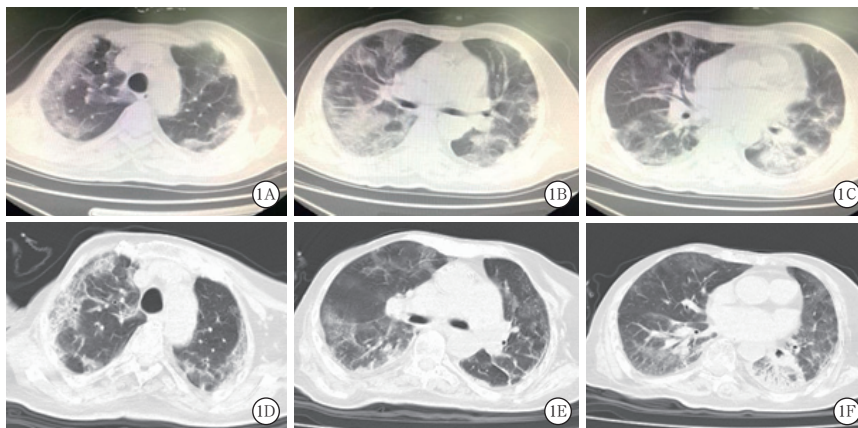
1例79岁女性重型新型冠状病毒肺炎患者胸部CT表现 2月6日胸部CT示上、中、下肺外侧段及背侧段呈多发斑片状磨玻璃影,边缘模糊,双肺下叶部分病灶实变(A~C); 2月18日胸部CT示双肺弥漫性间质性改变,部分病灶为磨玻璃样及纤维样病灶,病变范围较前明显缩小,双肺下叶部分病灶实变(D~F)
